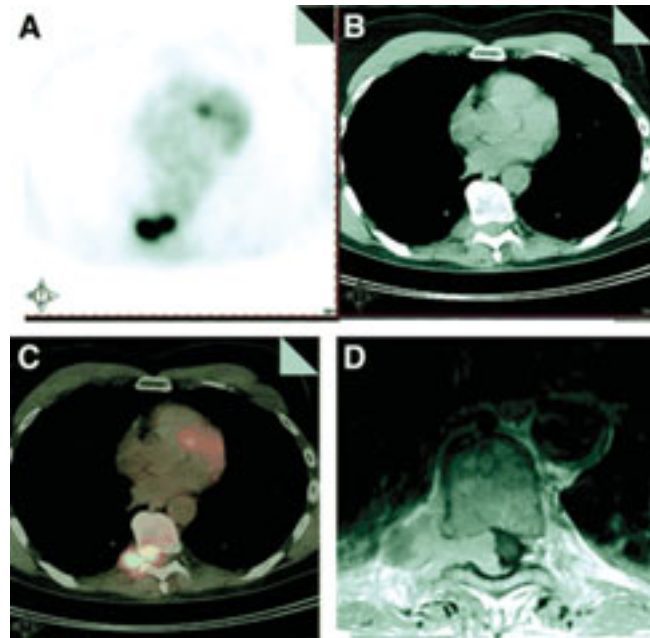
Búsqueda de metástasis. Melanoma maligno con sospecha de metástasis en pulmón izquierdo. El paciente se quejaba de dolor en espalda baja. PET muestra captación intensa de la FDG, irregular en la columna dorsal (A). En la misma región, la tomografía axial computarizada indica aumento del tejido blando paravertebral (B). PET/CT demuestra metástasis en la región paravertebral derecha con invasión a canal espinal (C). La resonancia magnética nuclear confirma estos últimos hallazgos (D). Tomado de Schoder H, Larson S, Yeung WD. J Nucl Med 2004;45(Suppl):72S-81S.
